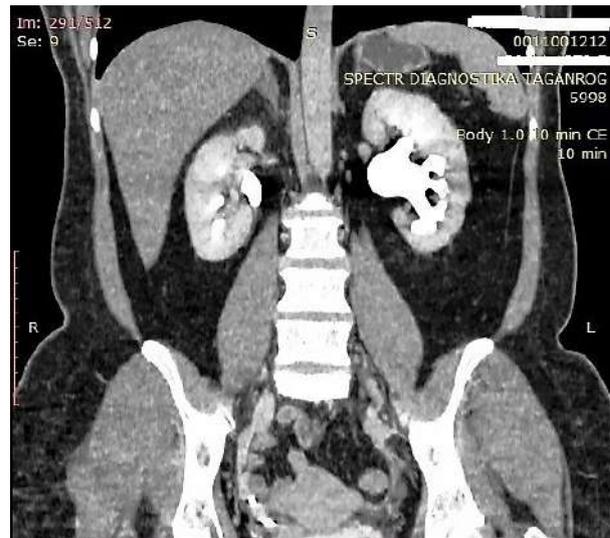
МСКТ забрюшинного пространства с контрастированием пациентки М. Визуализирован гидронефроз слева.
